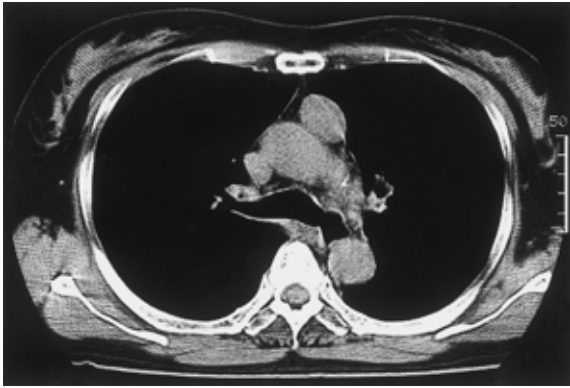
Chest CT scan shows an anterior mediastinal mass.
